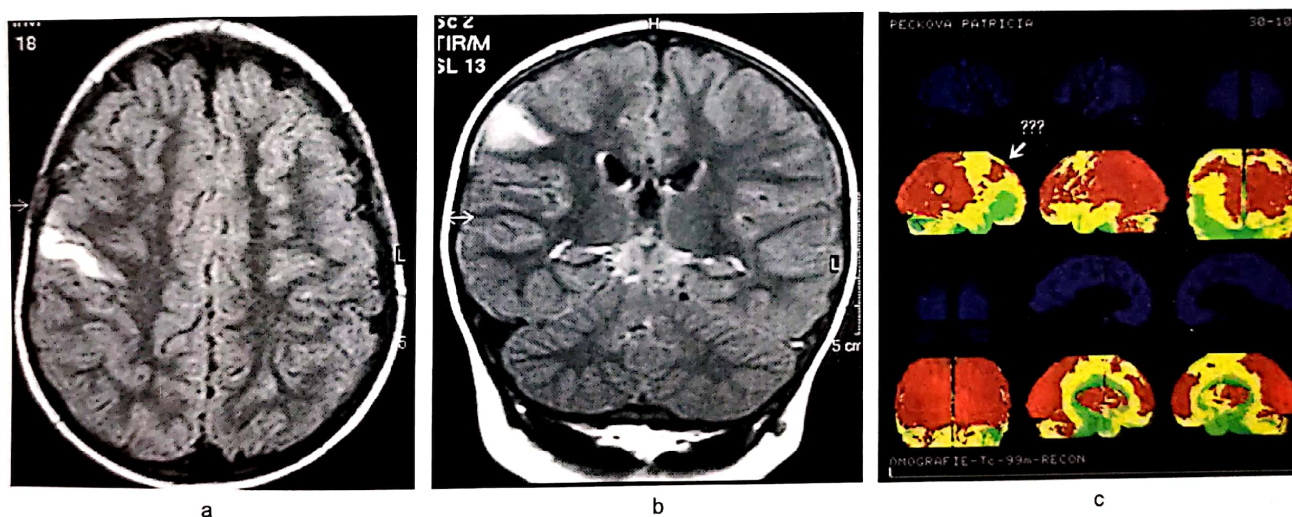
Encefalita Rasmussen. a, b. IRM cerebrală FLAIR. c. PET.
